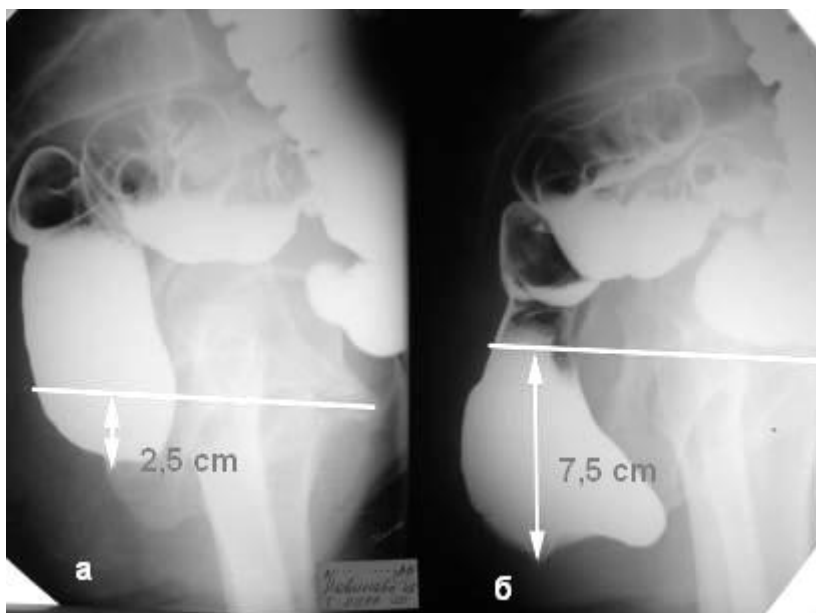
Боковые рентгенограммы прямой кишки б-ной Н., 50 лет (и/б 996-99 г.) в вертикальном положении пациентки; тугое наполнение. Динамическое опущение промежности. а – фаза покоя; нормальное положение аноректальной зоны (АРЗ); б – фаза натуживания; подвижность АРЗ превышает норму – 5 см; формируется переднее ректоцеле.
